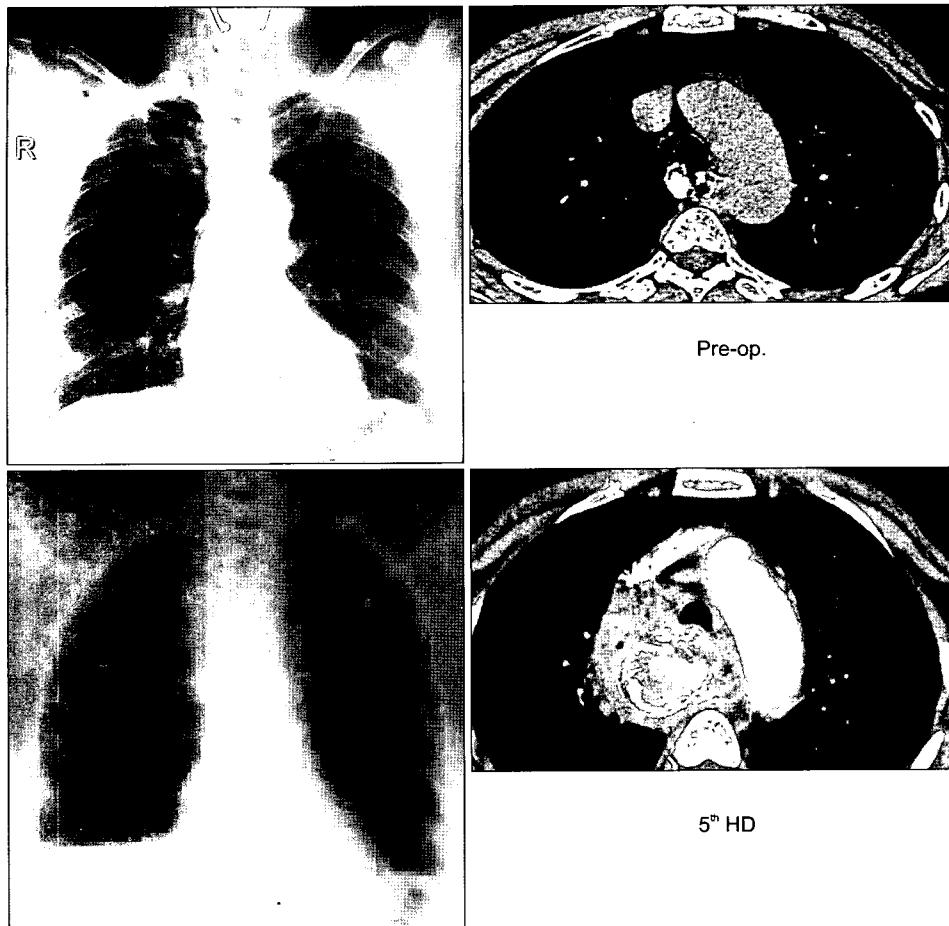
X-ray findings of thoracic esophageal perforation patient (case 9).
